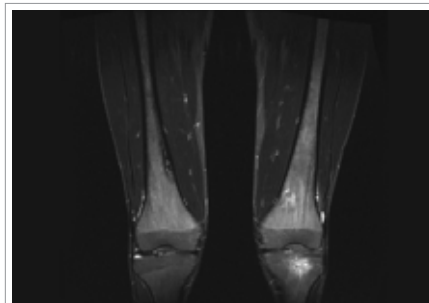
МРТ дистальных отделов бедренных и проксимальных отделов большеберцовых костей в режиме STIR
